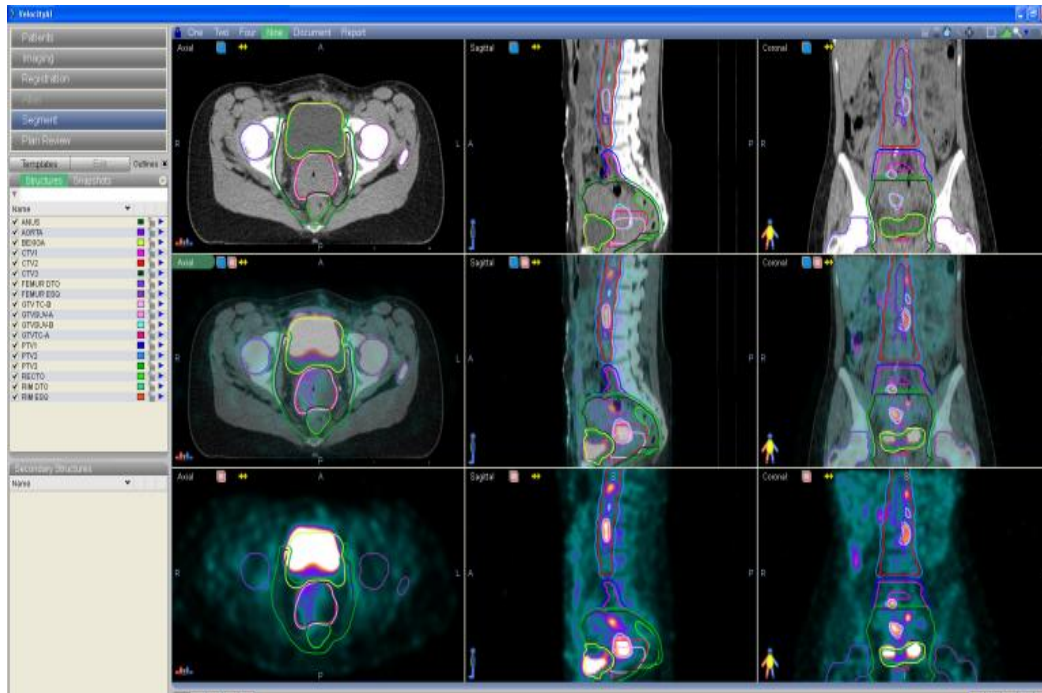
Delineamentos sobre imagens da TC de planejamento (1ª linha), sobre imagens provenientes da fusão PET/CT/TC de planejamento (2ª linha) e sobre imagens PET (3ª linha) (VelocityAI®, IPOC/2013)
